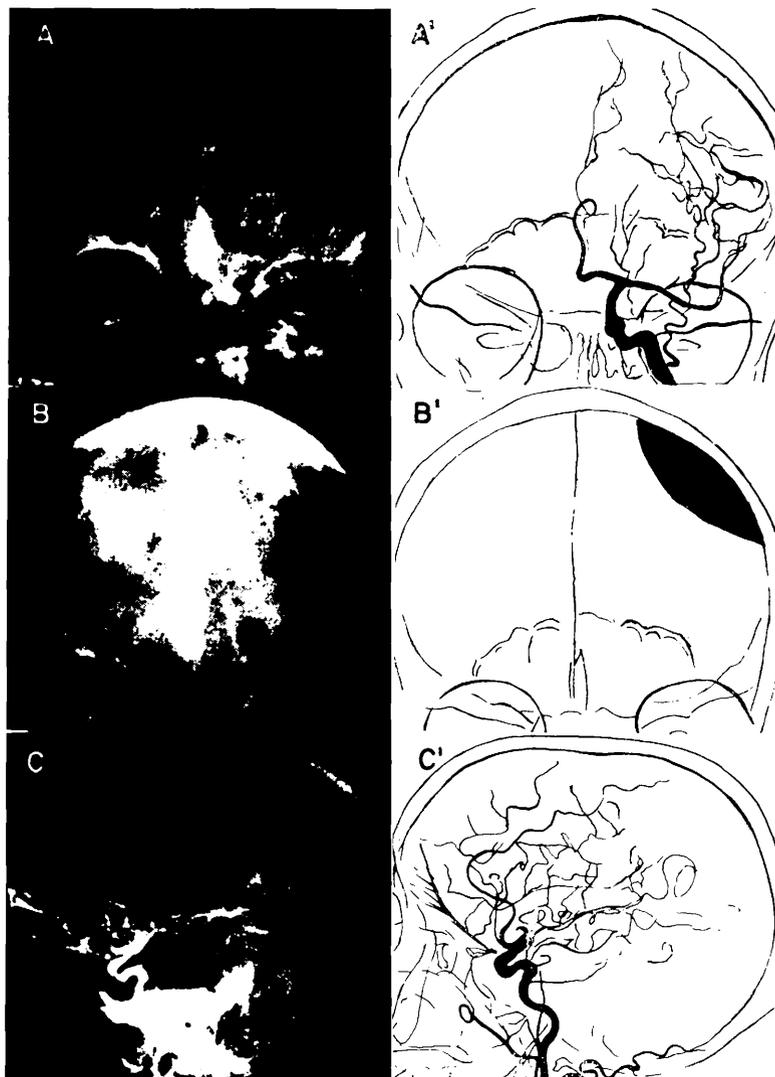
Caso 8. Angiografia cerebral direita mostrando: em AA, fase arterial de aspecto normal; em BB, área avascular em radiografia tirada 5 segundos após a primeira; o caráter avascular da área correspondente ao hematoma é mascarado em parte por superposição; em CC, aspecto semelhante a CC da figura anterior.
